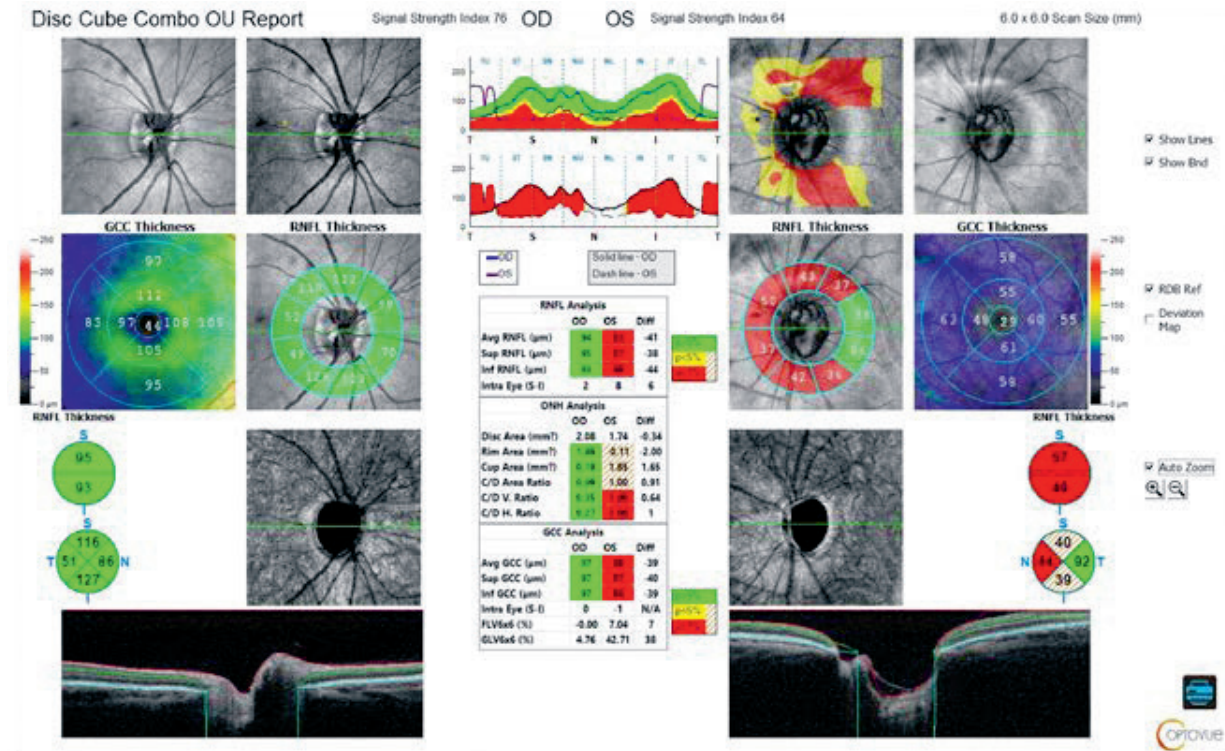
Данные оптической когерентной томографии правого и левого глаза пациентки А.
